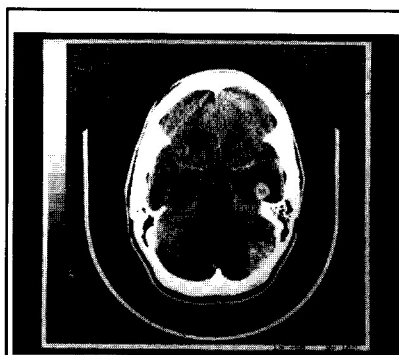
Tomografia computadorizada de metástase cerebral menor que 2 cm (superior) e de metástase cerebral maior que 2 cm (inferior)
